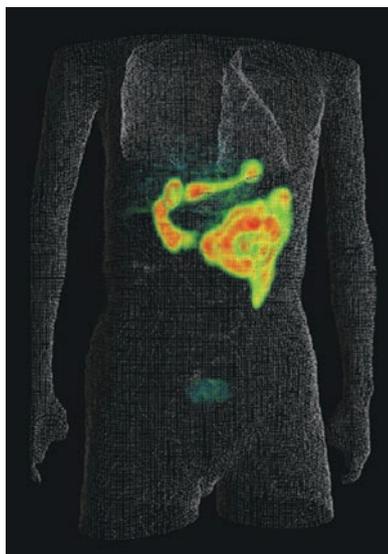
^{18}F FDGの経口投与後35-50分のPET画像
